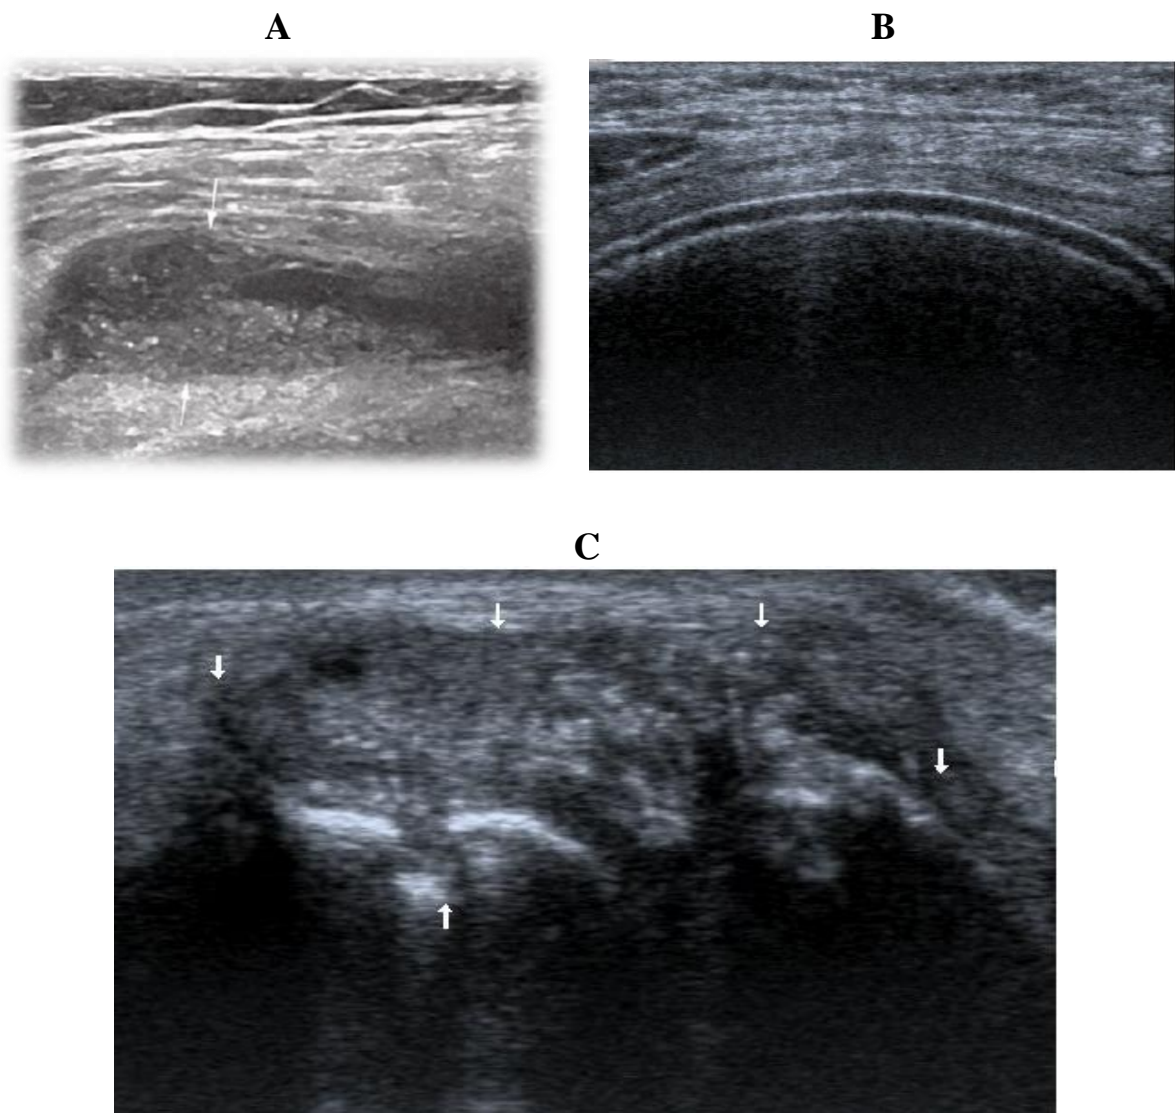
Aspect échographique des agrégats (A), des doubles contours(B) et des tophus (C) [18]
